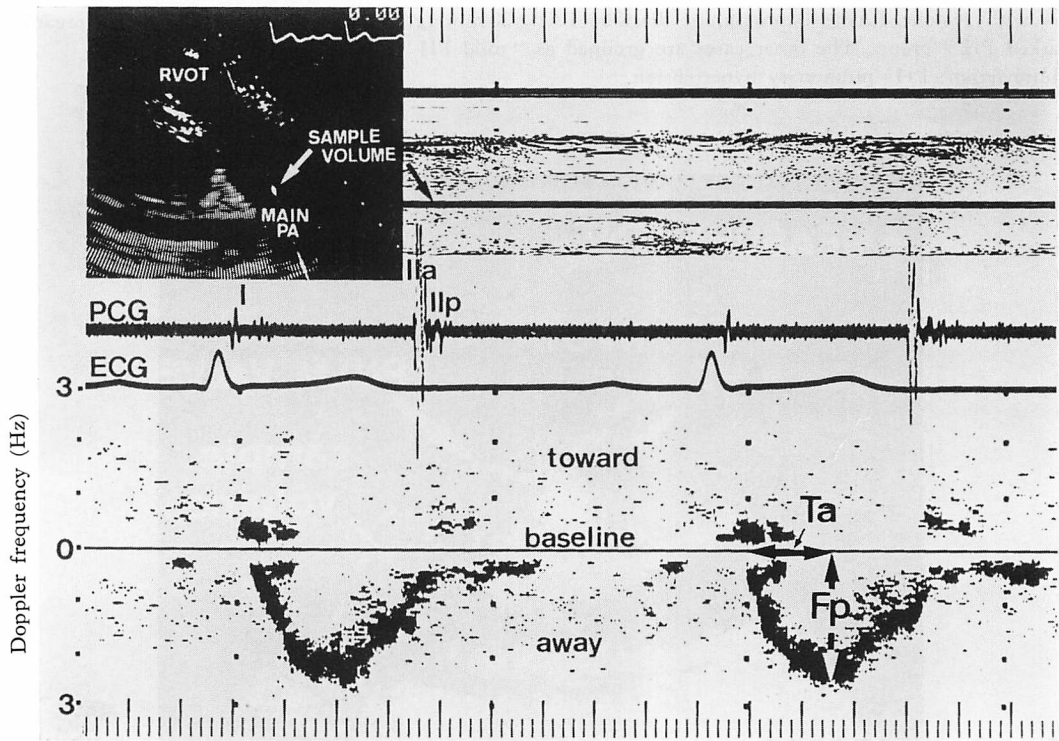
Doppler flow pattern in a healthy normal subject.
